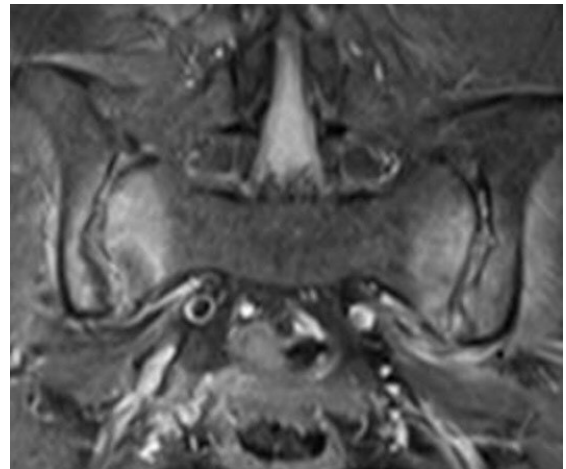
Resonancia magnética en secuencia T2 que muestra edema periarticular de la articulación sacroiliaca.
